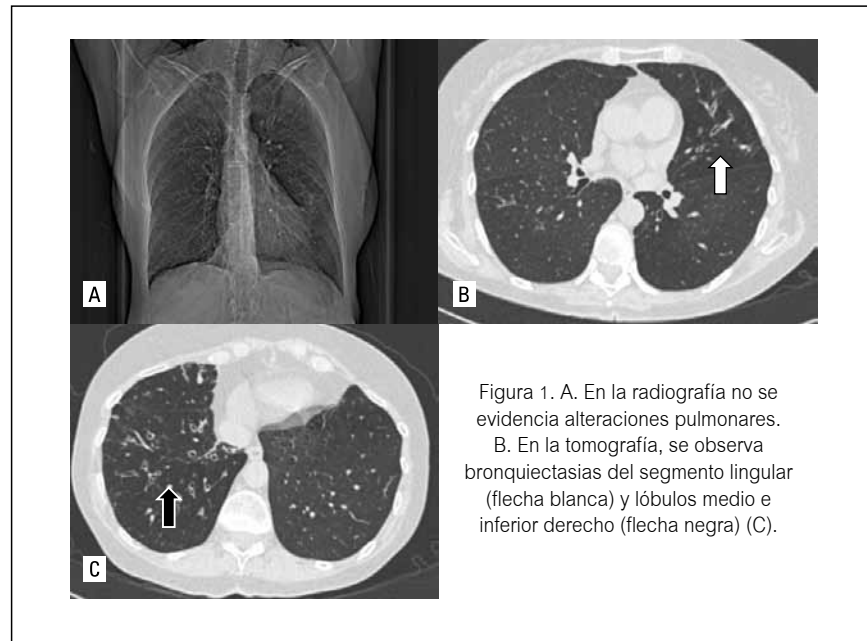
A. En la radiografía no se evidencia alteraciones pulmonares. B. En la tomografía, se observa bronquiectasias del segmento lingular (flecha blanca) y lóbulos medio e inferior derecho (flecha negra) (C).
